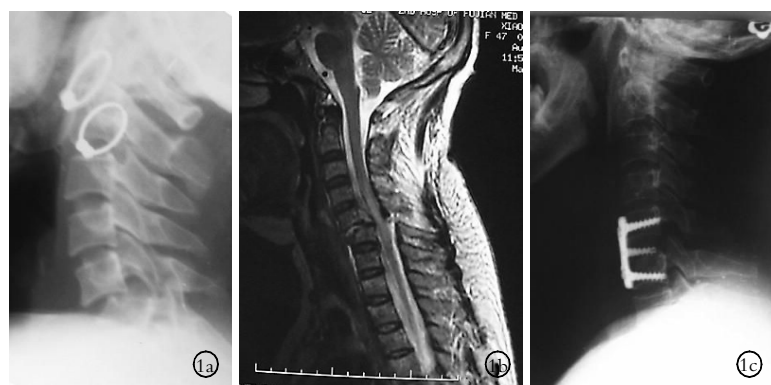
女性患者, 47 岁, 摔伤后双手无力 1 个月入院, 诊断为陈旧性 C<sub>5,6</sub> 脱位 1a. 术前侧位 X 线片示 C<sub>5,6</sub> 脱位 1b. MRI 检查示 C<sub>5,6</sub> 水平脊髓压迫 1c. 术后 3 个月, 颈椎侧位 X 线片显示脱位椎体复位, 颈椎序列恢复正常 Fig.1 A 47-year-old female patient was diagnosed old C<sub>5,6</sub> dislocation accompanied with upper limbs paralysis for 1 month after injury 1a. Cervical lateral X-ray film showed C<sub>5,6</sub> dislocation before operation 1b. Preoperative MRI showed obviously spinal cord compression in C<sub>5,6</sub> 1c. Cervical lateral X-ray film at 3 months after operation showed good alignment and anatomical restoration
